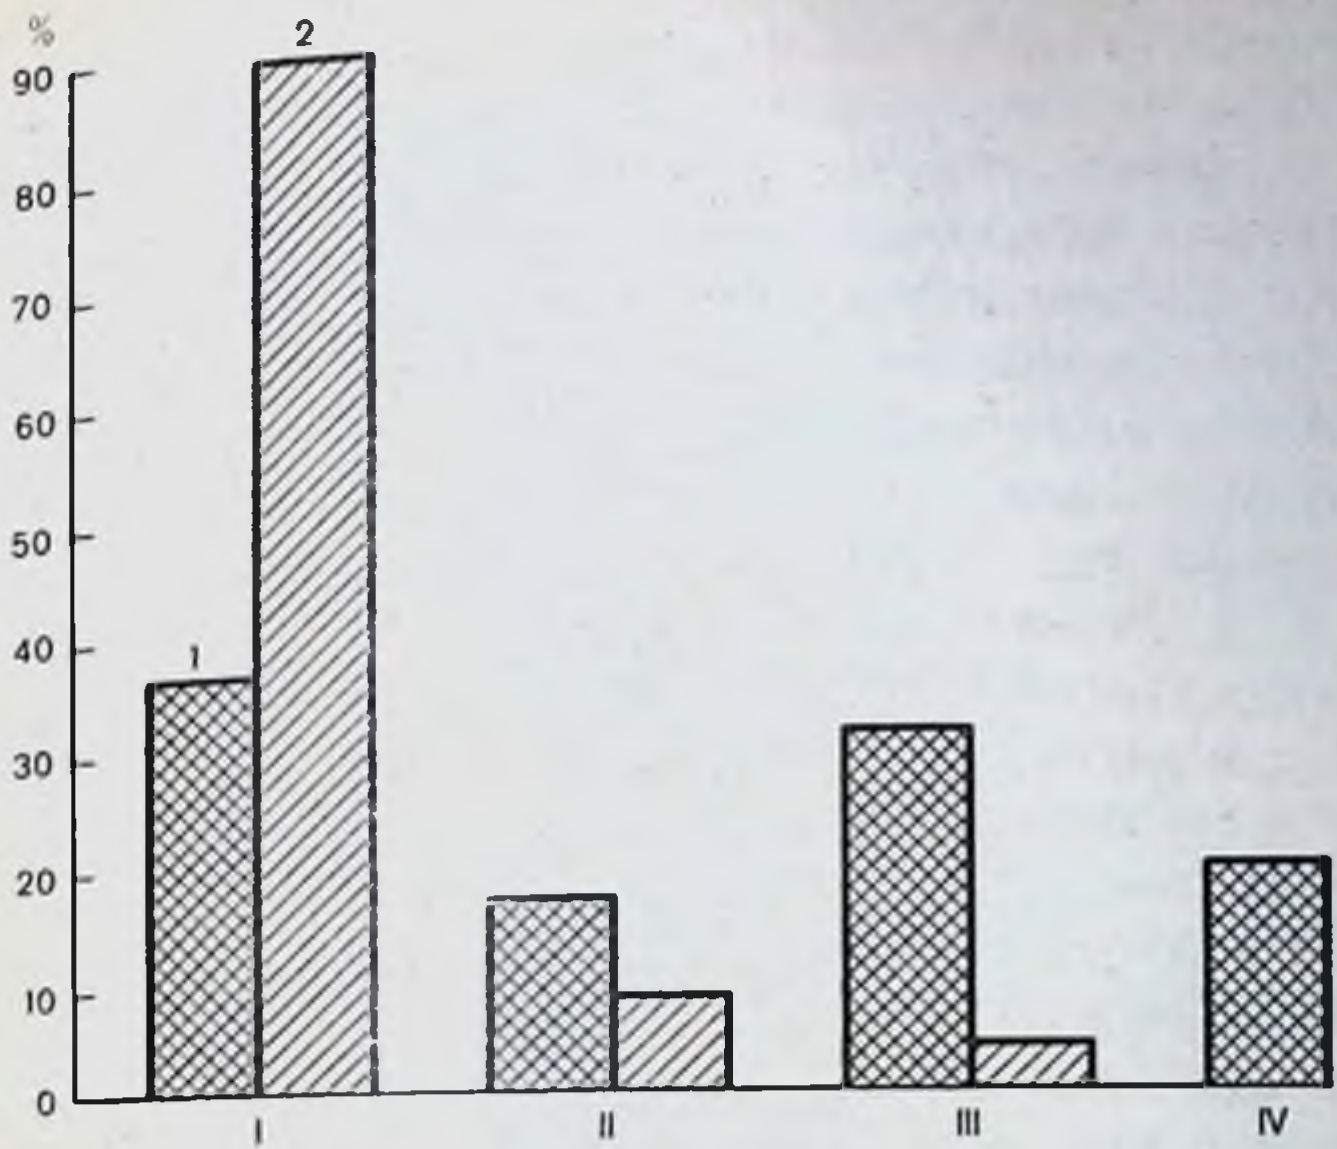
Изменения частоты цилиндрурии (1) и гемоглобинурии (2) у больных с гемотрансфузионными осложнениями в различные периоды заболевания (в процентах к числу обследованных).
